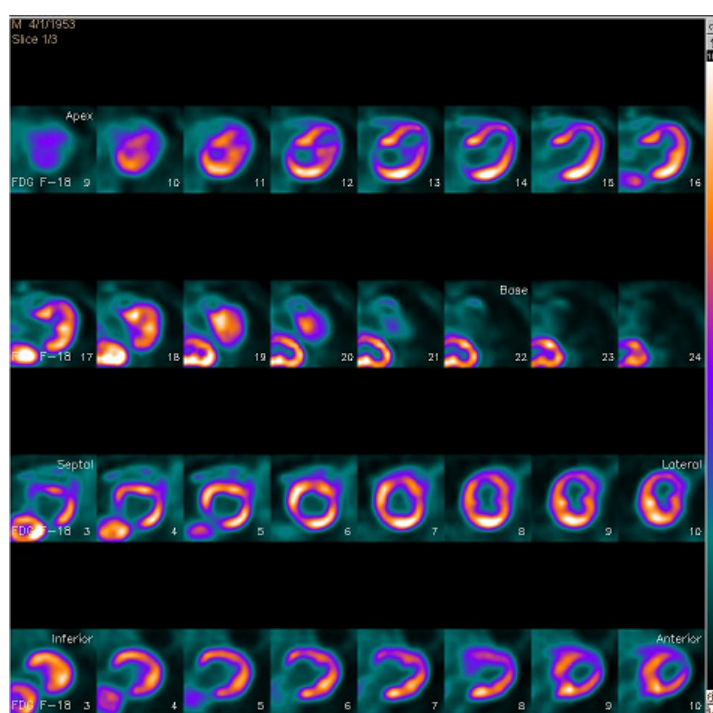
Imagens PET-CT cardíaco com ^{18}F -FDG, slices, caso 7
